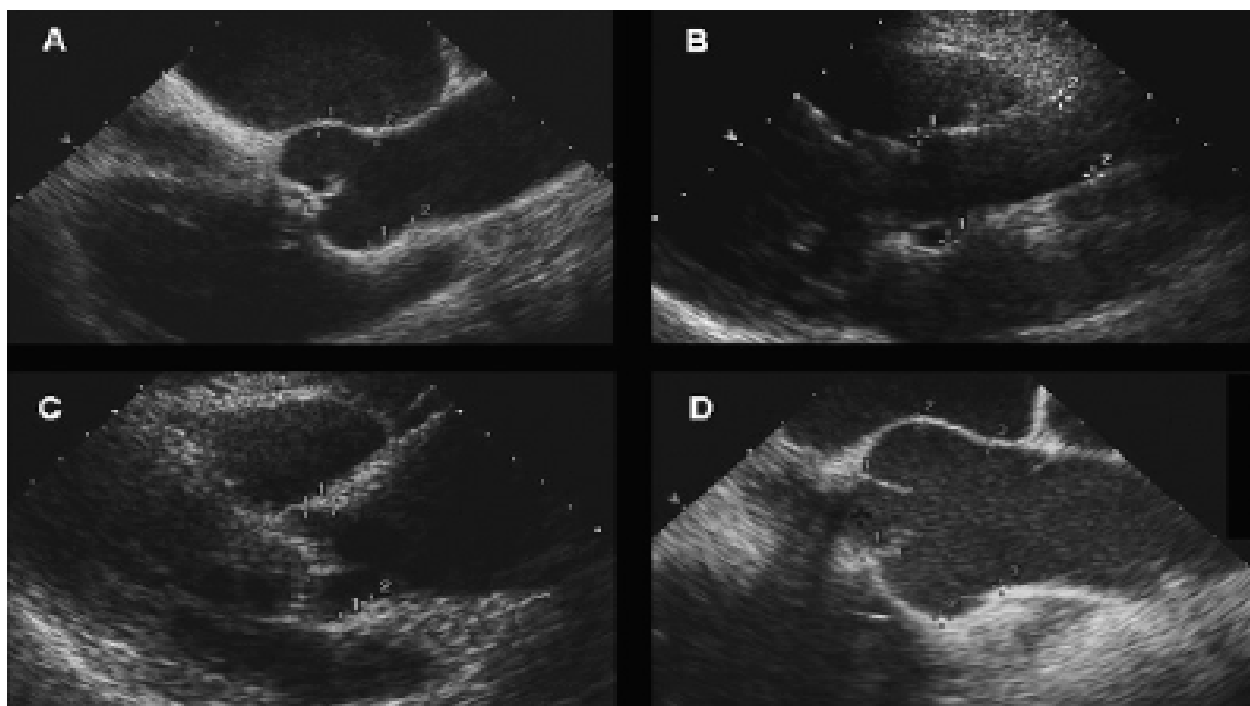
Images échocardiographiques montrant les différents phénotypes de dilatation aortique en coupe PSGA
